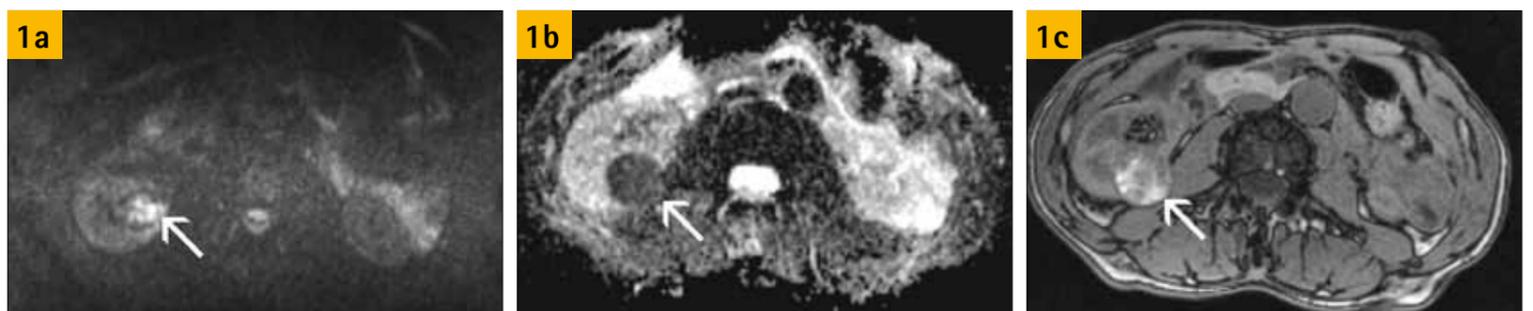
Eingeblutete Zyste der rechten Niere (Pfeil) mit hohem Signal in der b=800 DWI (Abb 1a) und korrespondierend niedrigem ADC-Wert (Abb 1b). Das hohe T1-Signal (Abb 1c) spricht für eine Einblutung.
